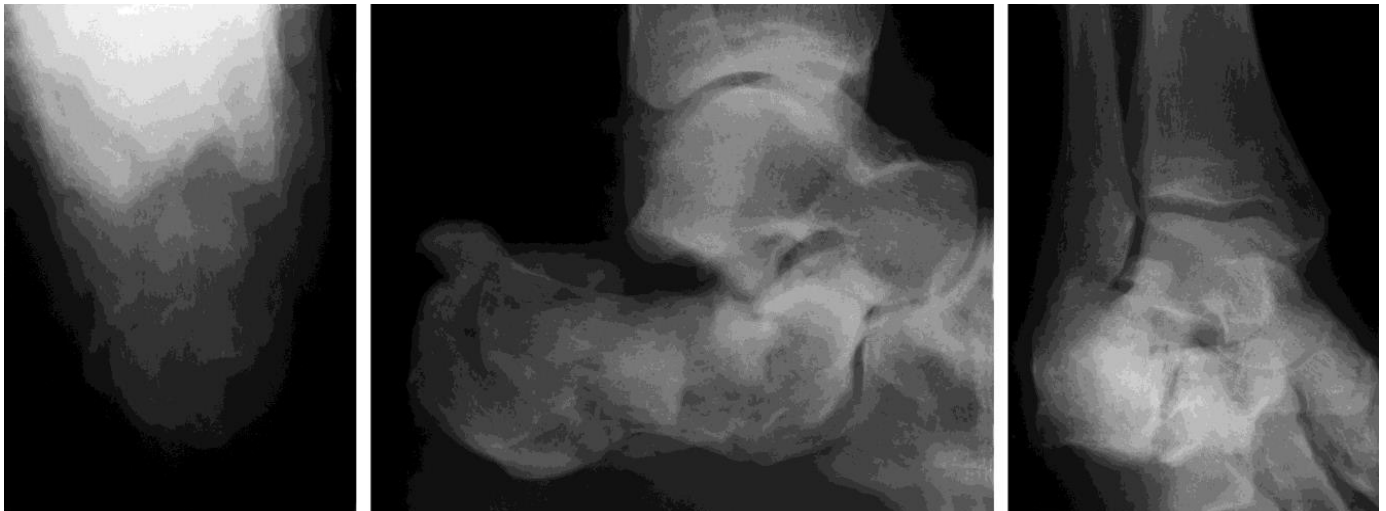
Фотовідбитки рентгенограм роздробленого перелому п'яткової кістки в аксіальній (а), боковій (б) та проекції Broden's (в)
